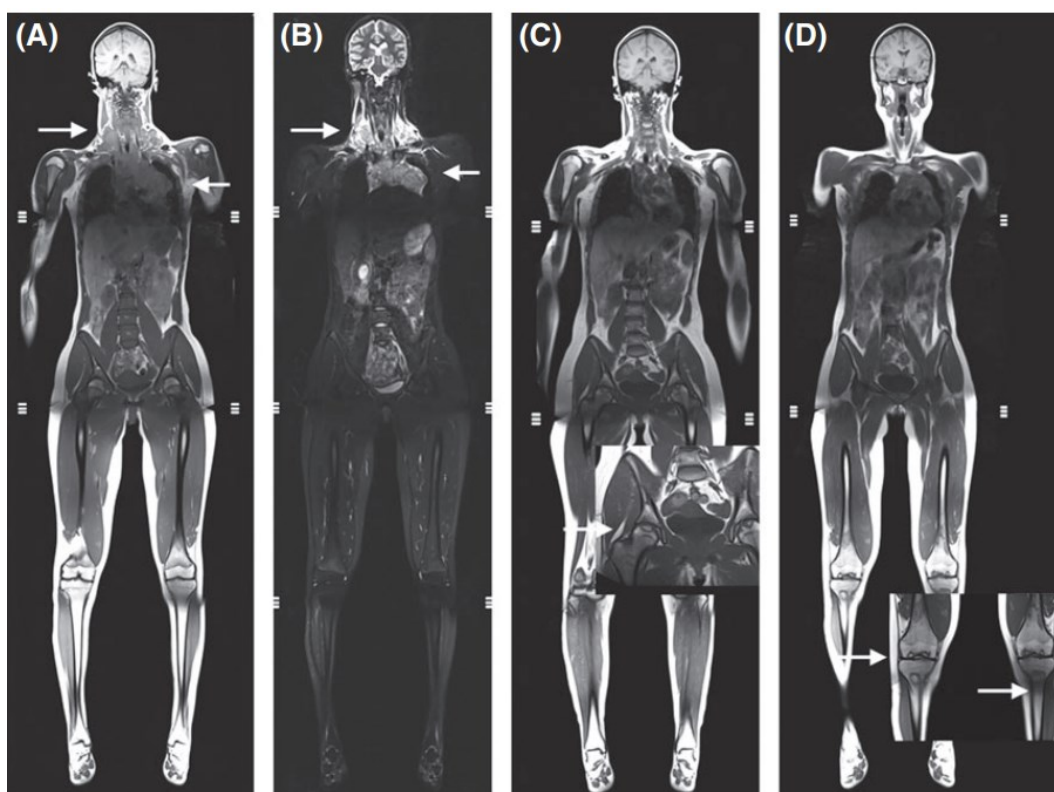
immagini RM di una paziente di 15 anni; alla RM dopo i due cicli OEPA la paziente ha sviluppato ON a livello del femore prossimale – distale bilaterale e a livello della tibia prossimale. ^[40]
